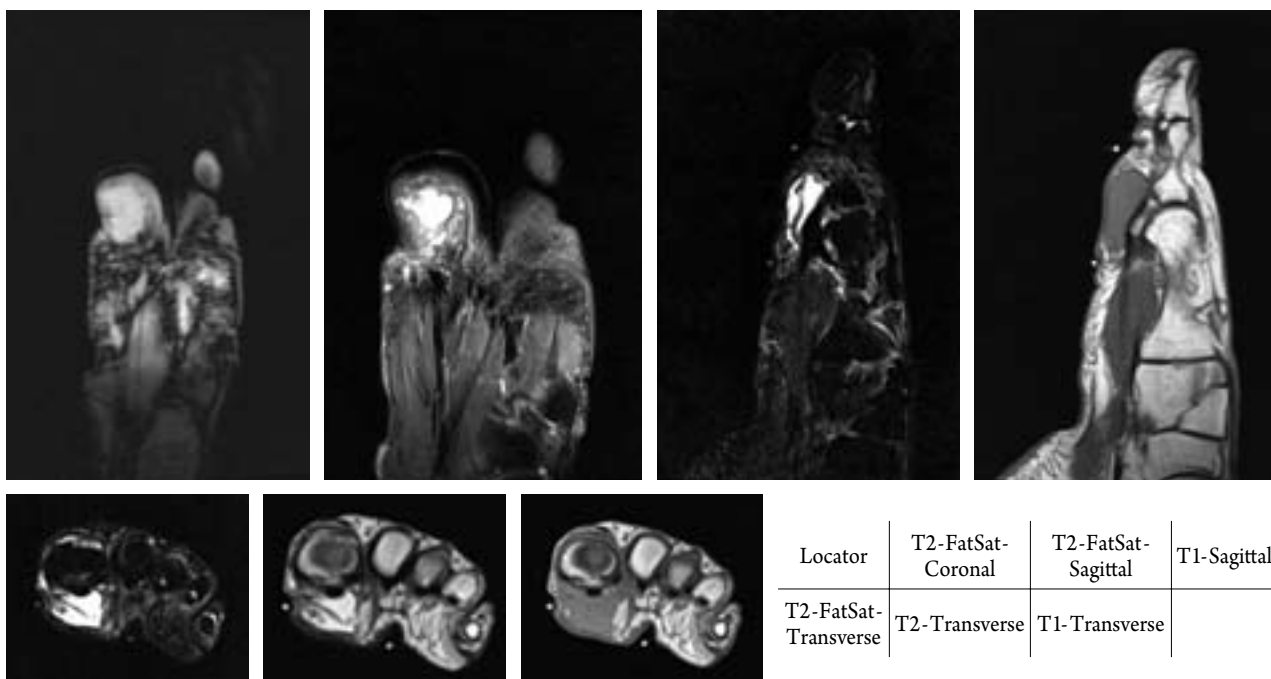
Ecoマーカーを使用したMRI臨床症例
